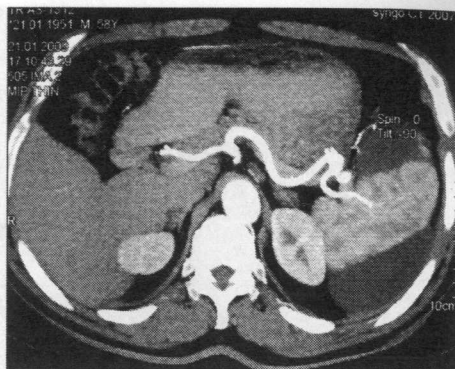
CT+angiografie. Leziune bipolară lienală
